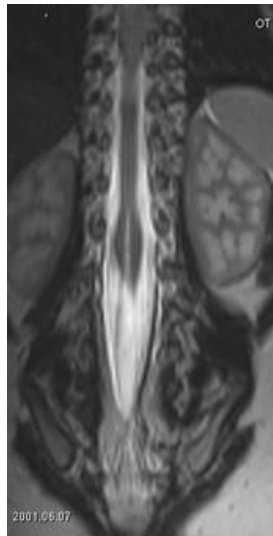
Exemple de diastématomyélie visualisée en IRM.
